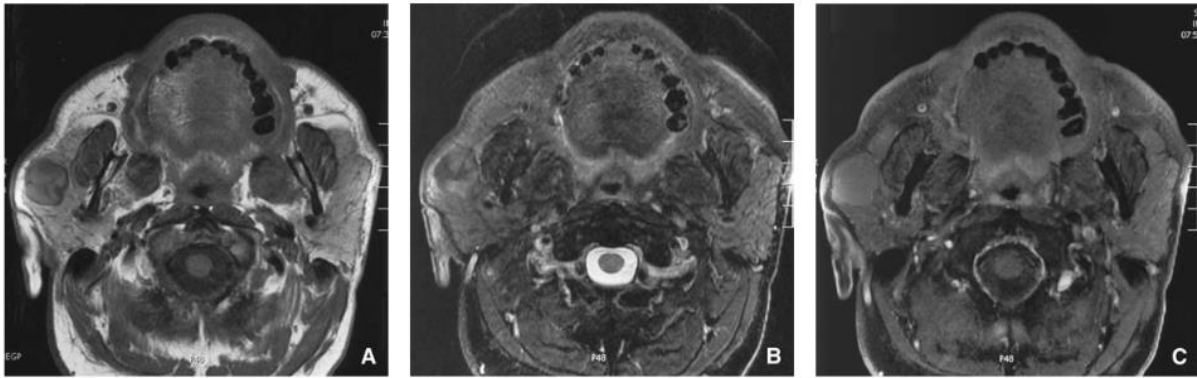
Examen IRM d'une tumeur de Warthin. La tumeur est ronde, à contours réguliers, prenant la partie superficielle de la glande parotide droite. La tumeur apparaît en signal hétérogène avec des zones d'hyperintensité en séquence pondérée T1 (A), en signal hétérogène avec des zones d'hyposignal et d'hyposignal en séquence pondérée T2 (B) et ne se rehausse pas après injection de gadolinium (C) [12]
